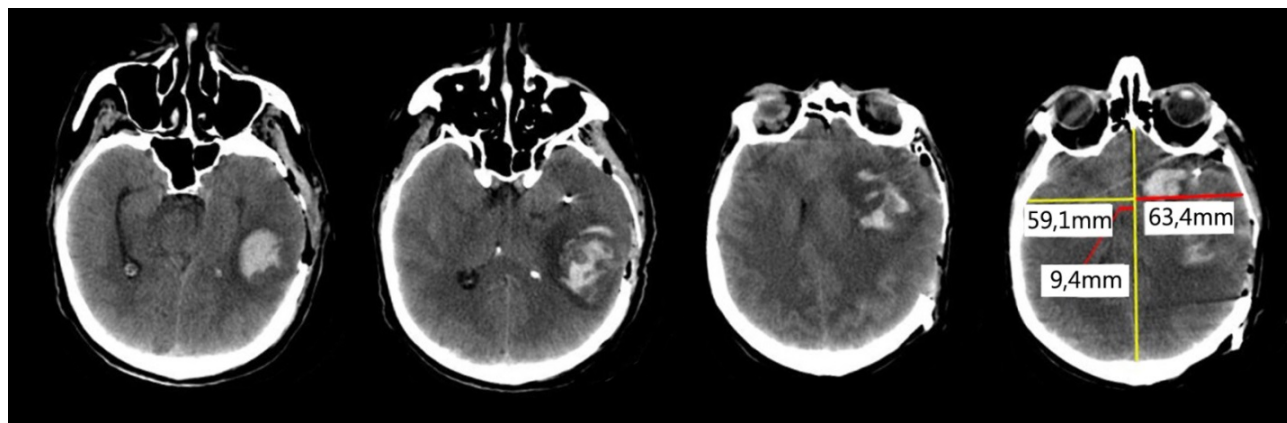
Неэффективная превентивная ДТЧ у больного с двумя ВМГ. При КТ головного мозга в 1 сутки после клипирования аневризмы левой СМА отмечается пролабирование мозга в костный дефект слева на 4,3 мм и дислокация срединных структур вправо на 9,4 мм.
